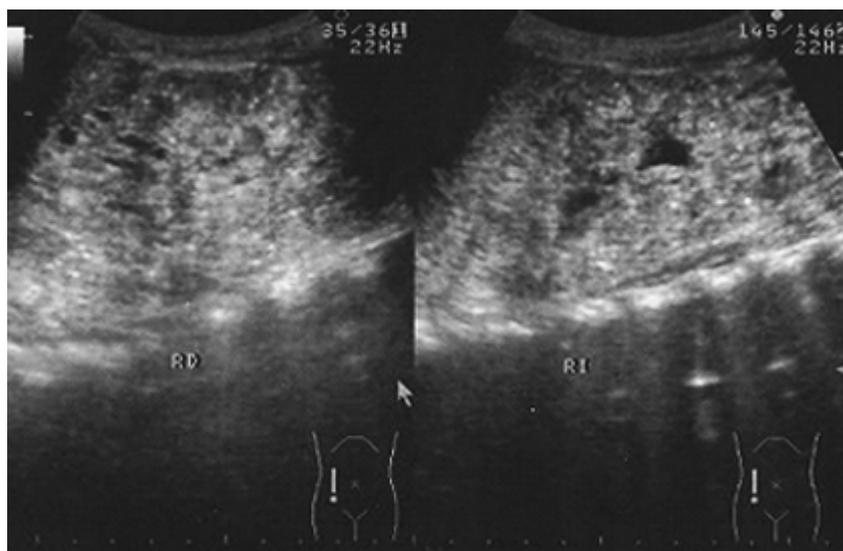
Imagen de ultrasonido realizada a los 4,6 años que muestra gran aumento del tamaño renal e hiperecogenicidad.
